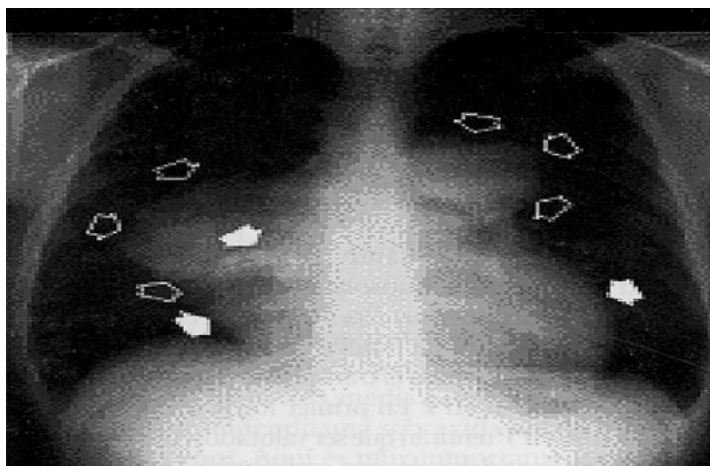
Telerradiografía del tórax en proyección AP donde se observa dilatación de ambas arterias pulmonares y cardiomegalia a expensas de cavidades derechas.
